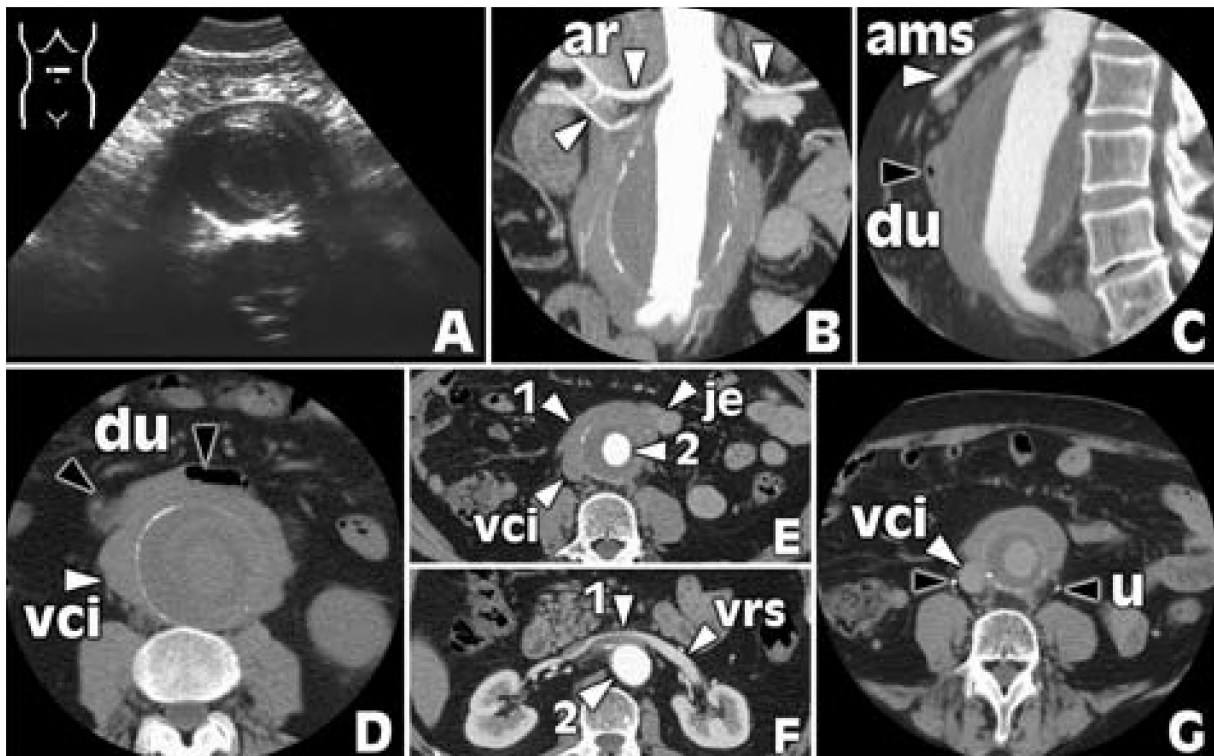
Preoperative image. A. USG examination – transverse plane. B. CT Angio – multiplane reconstruction, frontal cross-section, maximal intensity projection (two renal arteries on the right side). C. CT Angio – multiplane reconstruction, sagittal cross-section. D. CT – axial cross-section, vessel image before intravenous contrast. E and F. CT – axial cross-section, vessel image after intravenous contrast. G. CT – axial cross-section, vessel image in the late phase of examination. Symbols: 1 – periaortic infiltration; 2 – abdominal aorta lumen; ar – renal artery (white arrows); ams – mesenteric superior artery; du – duodenum (black arrows); vci – vena cava inferior; je – intestinal loop; vrs – left renal vein; u – ureter (black arrows).
